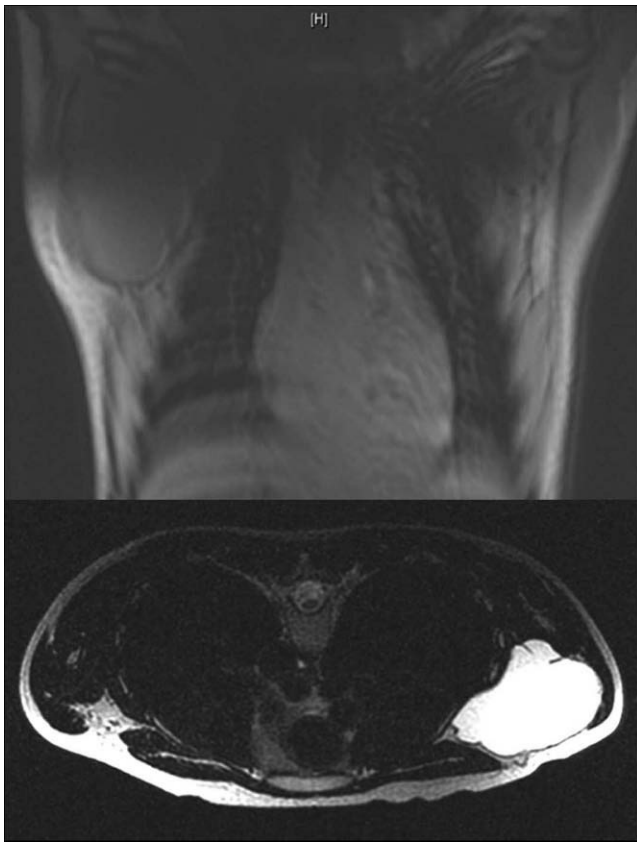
Resonancia magnética nuclear: masa quística axilar derecha tabicada, de bordes bien definidos.
